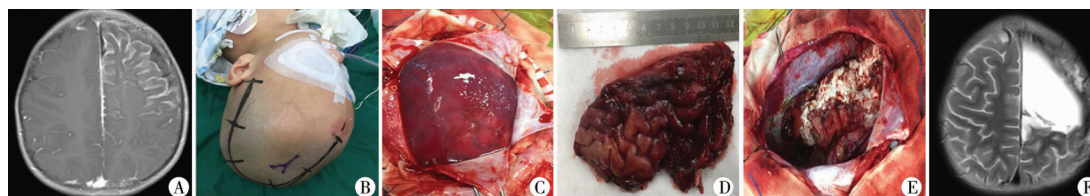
Sturge-Weber Syndrome 典型病例系列图片 A. MRI 检查结果提示左侧额叶软脑膜强化明显;B. 左侧额颞顶弧形切口照片;C. 术中切开硬膜可见脑表面软脑膜血管明显增多;D. 额叶病变处完整切除照片;E. 术后残腔止血彻底;F. 术后复查提示病变部位被完全切除。
